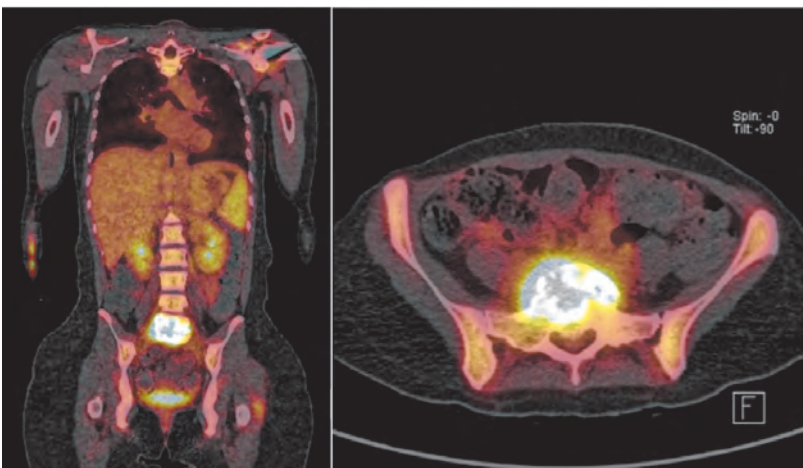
TEP/TDM avec hypermétabolisme extensif à la jonction L5/S1, plus prononcé que ce à quoi on pourrait s'attendre en cas d'ostéochondrose.
